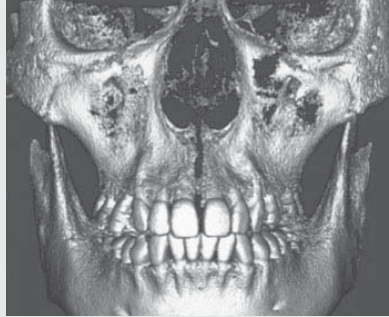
증례 4. 38세 여성의 상악골 확장 후 CT 영상
